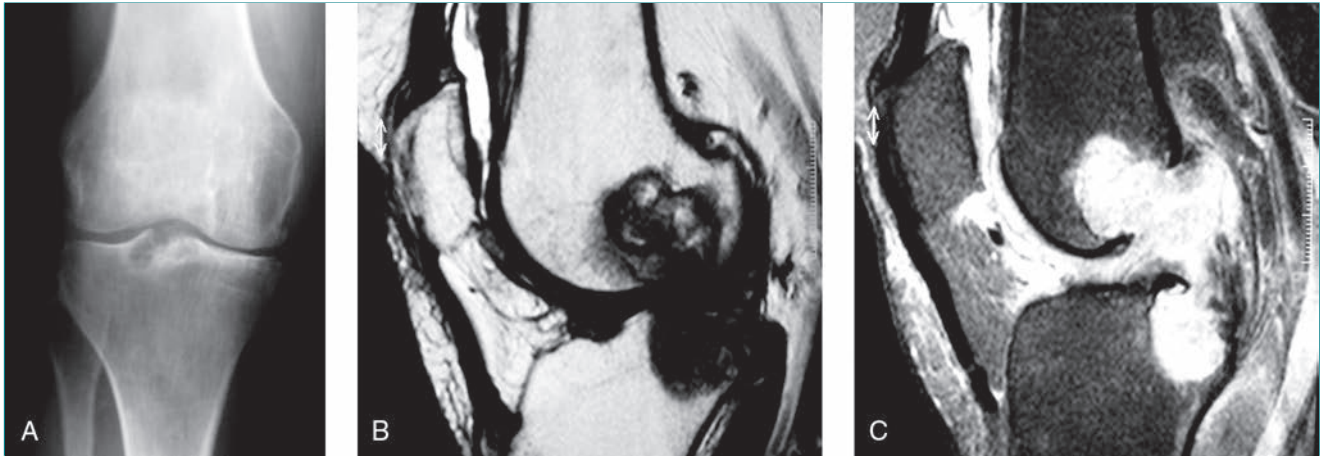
Artritis reumatoide. A, Radiografía anteroposterior de la rodilla que muestra un quiste subcondral en la zona proximal de la tibia con estrechamiento del compartimento interno. B, Imagen de resonancia magnética ponderada en T1 sagital de la rodilla en la que se aprecia una gran lesión subcondral en el fémur distal y la tibia proximal con erosión de la superficie articular tibial. C, Imagen de resonancia magnética ponderada en T2 sagital de la rodilla en la que puede apreciarse una gran erosión del fémur distal y la tibia proximal, derrame articular y engrosamiento difuso de la membrana sinovial.
